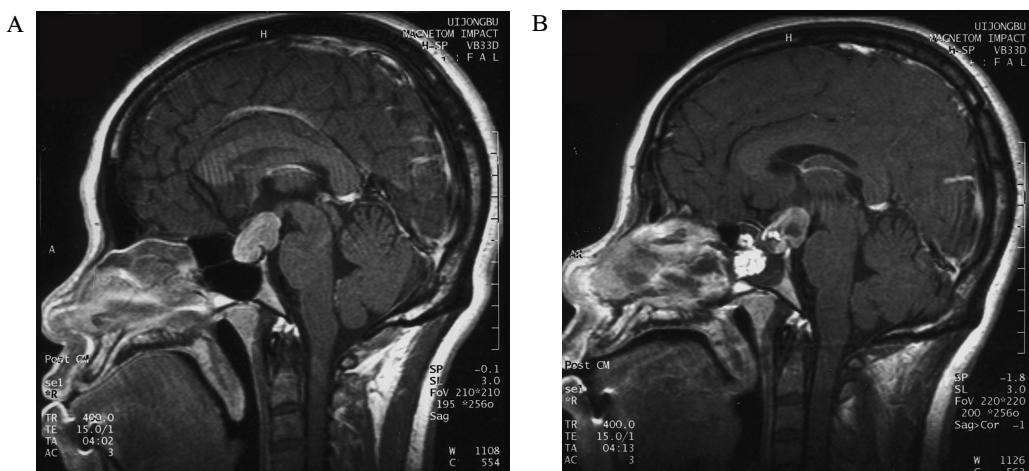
Sella MRI. T1 weighted sagittal view of sella MRI showed an 2.5 × 2 cm sized multilobulated solid mass involving the sella and suprasellar region with mild indentation of the inferior aspect of the optic chiasm (A). Post-op sella MRI showed remaining solid mass especially involving the suprasellar region with low-signal intensity (B).
